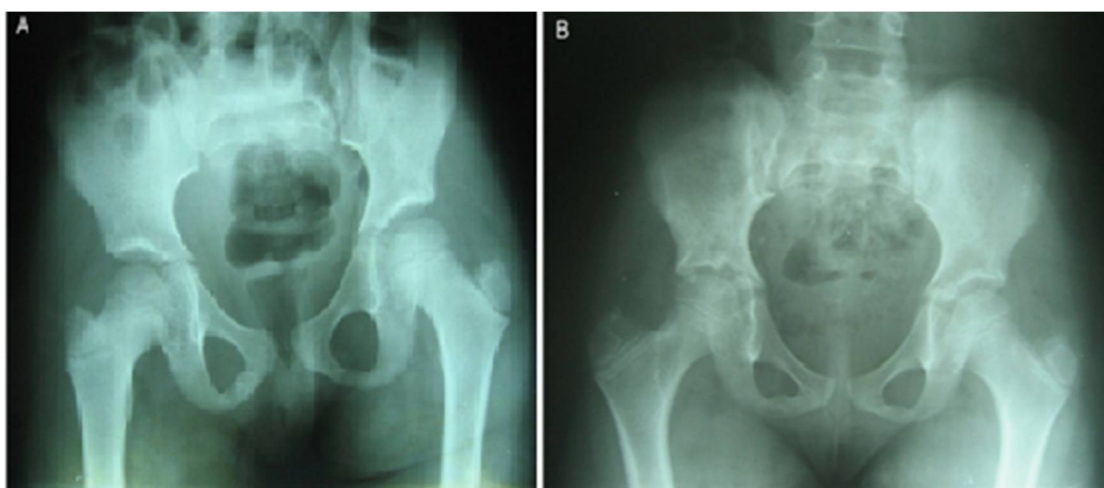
A : Radiographie du bassin de face chez une fille drépanocytaire, âgée de six ans présentant une ASH droite. On observe un élargissement de l'interligne articulaire de la hanche droite (8 mm contre 6 mm à gauche) et une augmentation de la distance séparant le bord médial de la métaphyse fémorale supérieure droite et le U cotyloïdien droit (12 mm contre 8 mm à gauche), ceci témoignant d'un épanchement liquidien dans la hanche droite.
